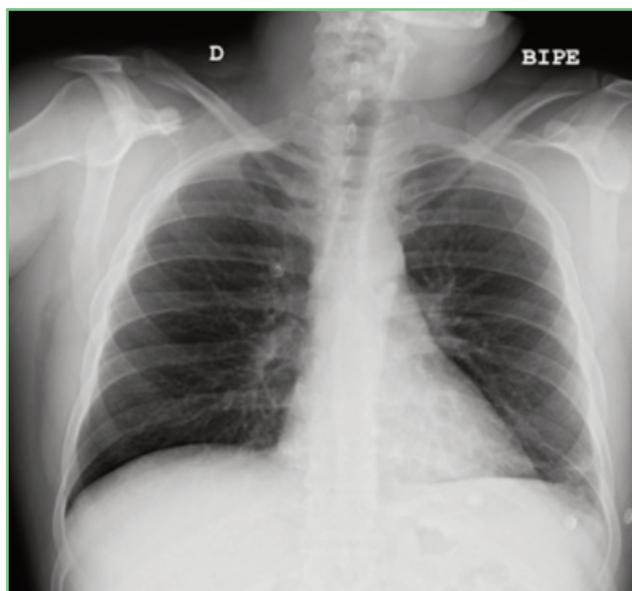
Radiografía de tórax a) discreto pinzamiento del seno costofrénico izquierdo.
